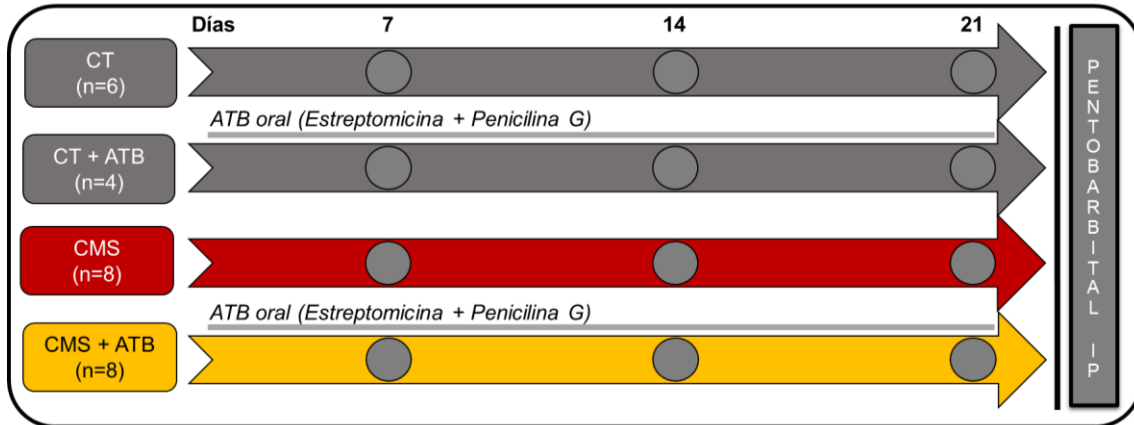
Diseño experimental chronic mild stress (CMS) y administración de antibióticos (ATB). CT: control; ATB: antibiótico; IP: intraperitoneal.
